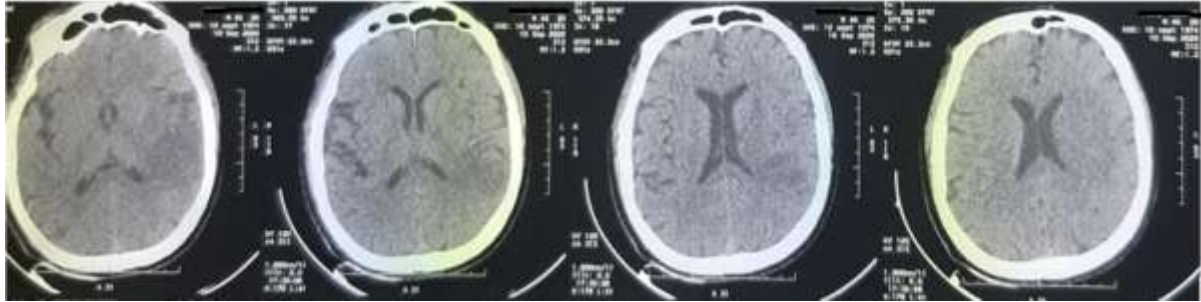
TDM cérébrale J12.
